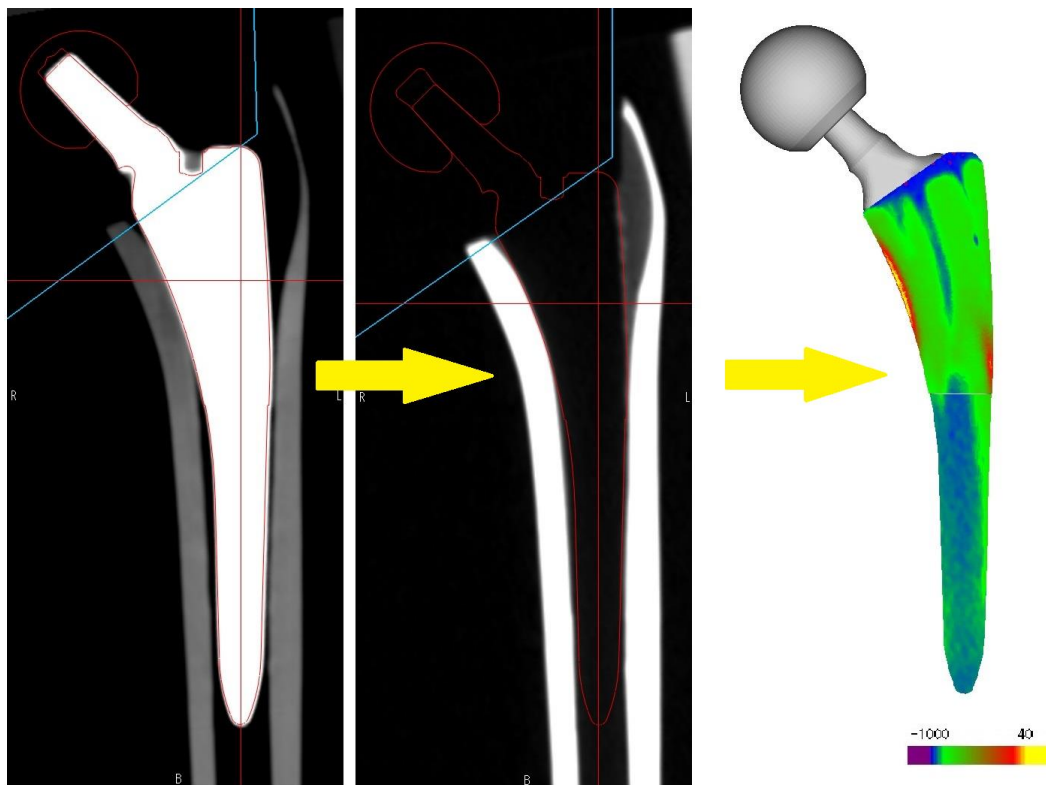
ステム周囲 CT 値からステム皮質骨接触部位評価
